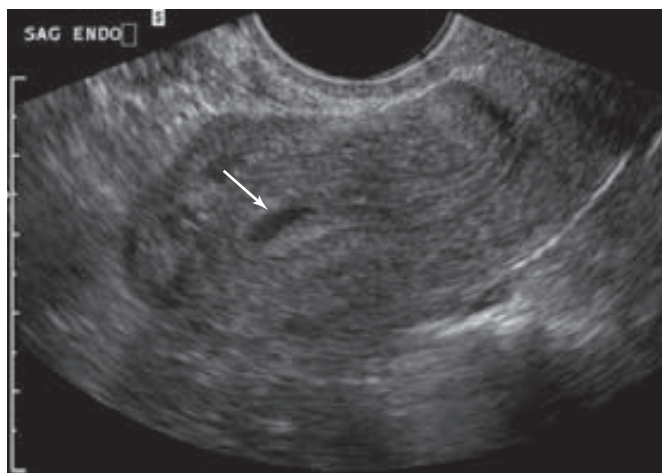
Ecografía transvaginal de un saco pseudogestacional dentro de la cavidad endometrial (flecha). Nótese su forma ovoide y su ubicación central, que son características de estas acumulaciones de líquido. (Cortesía de la Dra. Elysia Moschos.)
